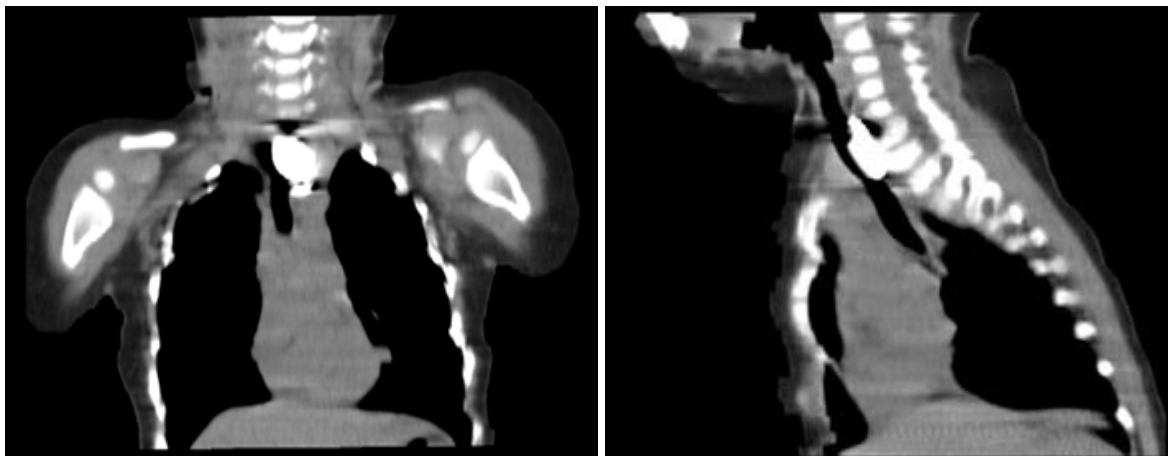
TDM thoracique en coupe frontale et coupe sagittale montrant un corps étranger métallique ovalaire (pile bouton) au niveau de la jonction tiers supérieur et tiers moyen de l'œsophage, responsable de compression et refoulement de la trachée.
